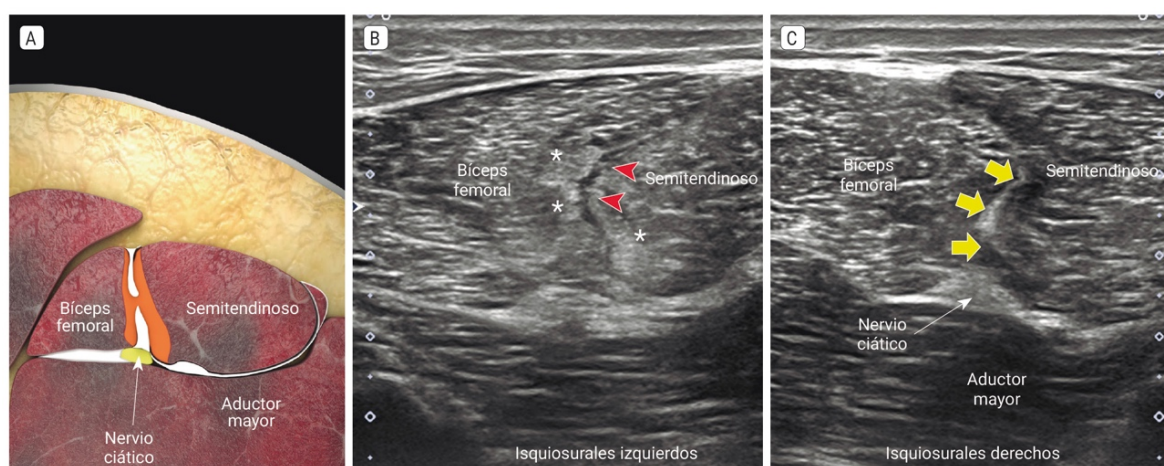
Lesión en la aponeurosis conjunta Bíceps Femoral-Semitendinoso. "Ecografía Musculoesquelética". Iriarte, 2019.
